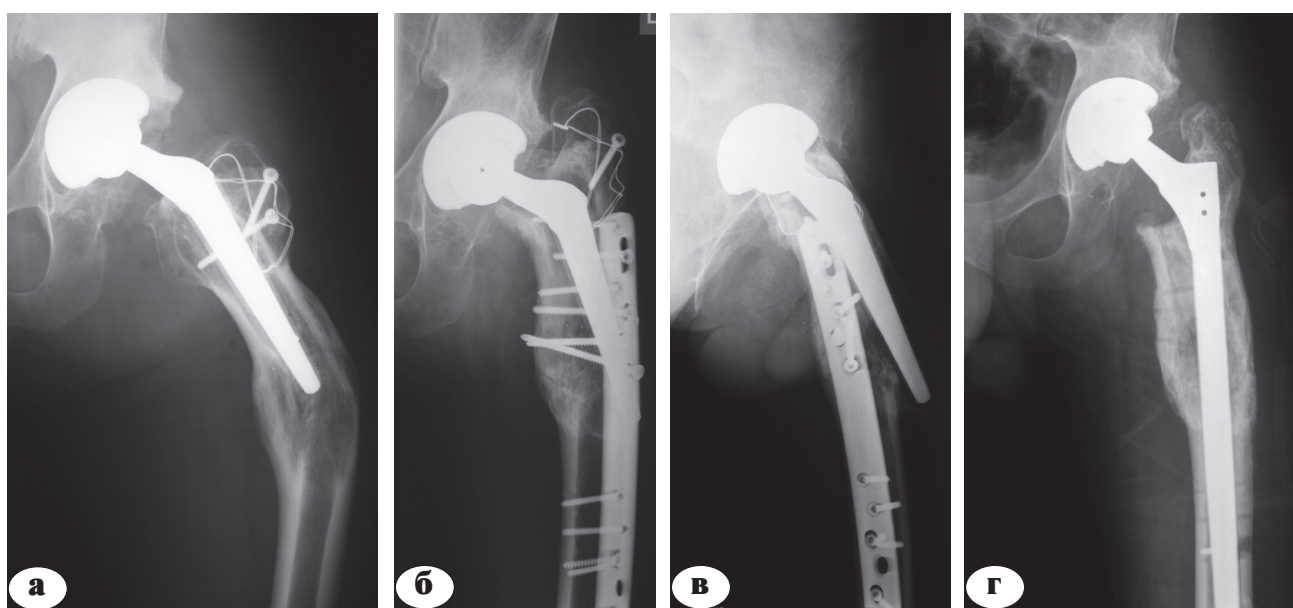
Рентгенограммы больного Е., 46 лет: а – после первичного эндопротезирования; б – после выполнения остеотомии и остеосинтеза пластиной; в – нестабильность бедренного компонента; г – после имплантации ревизионного бедренного компонента
